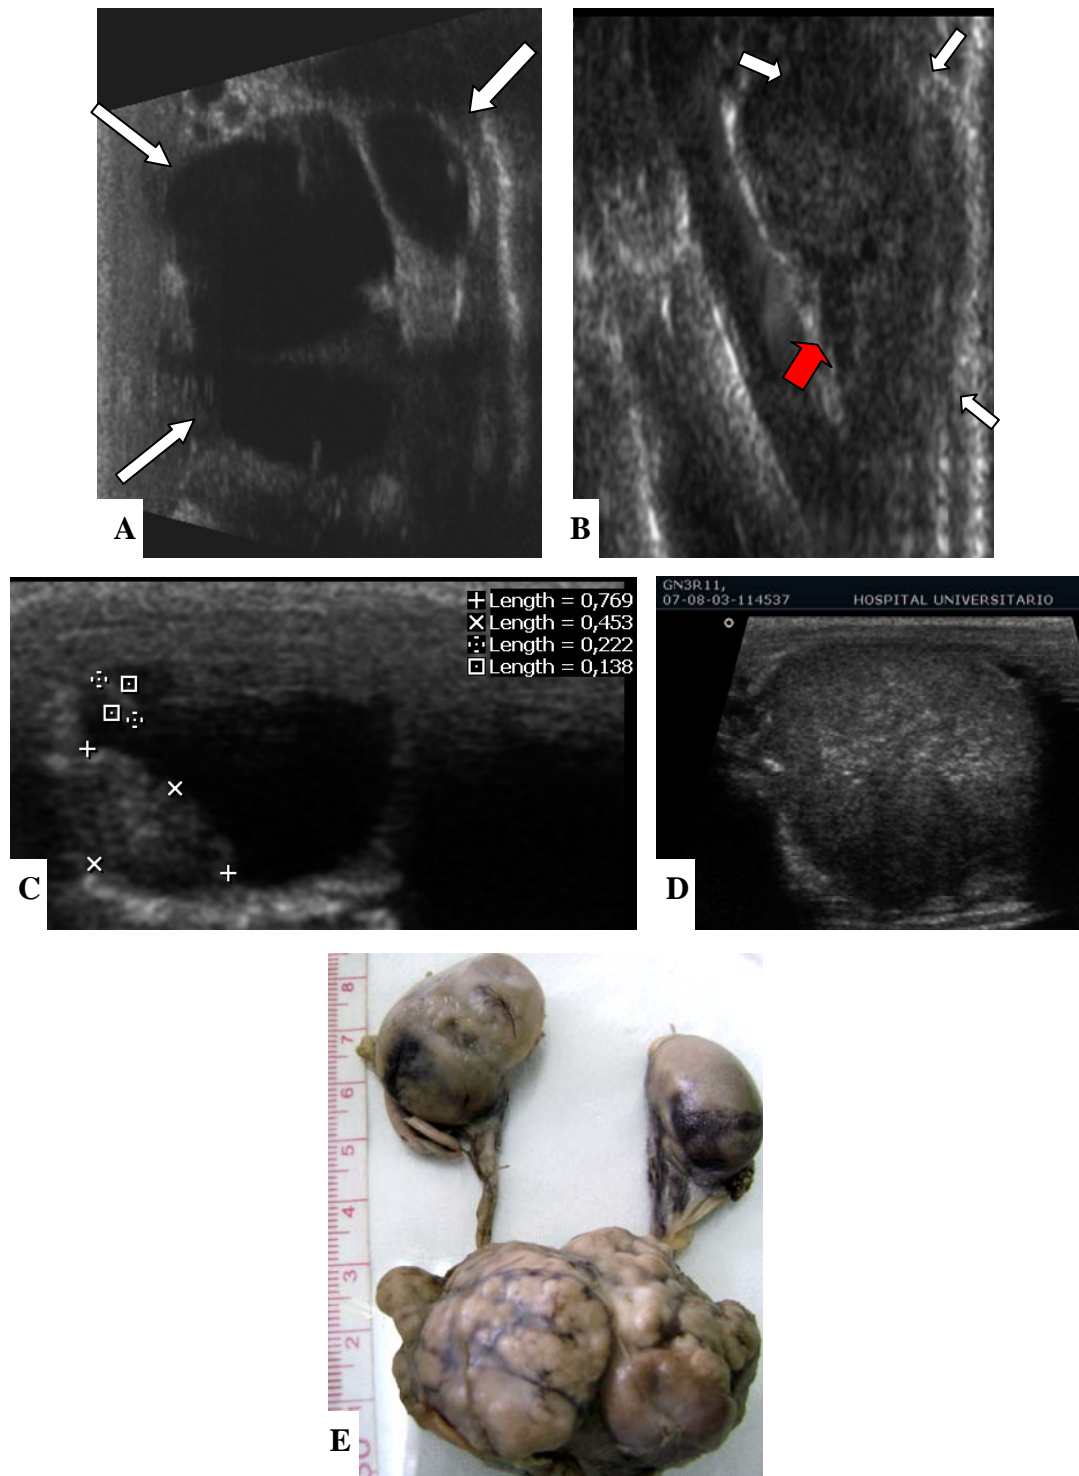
Ultrassonografia (US) 40ª semana: A- Rim direito, lojas de cálices e pelves dilatados (setas); B - US rim esquerdo (setas brancas) com discreta hidronefrose (seta vermelha); C – US de bexiga na 31ª semana D - US tumoração intravesical sólida de grande volume (3,5 x 2,5x 3,0 cm); E- Peça fixada mostra rim direito (3,0 cm) e esquerdo (2,0 cm) aumentados, ureteres dilatados, grande tumoração vesical infiltrante, envolvendo mesentério medindo 5, 5 x 3,0 x 3,0 cm (Grupo N Rato 11).
